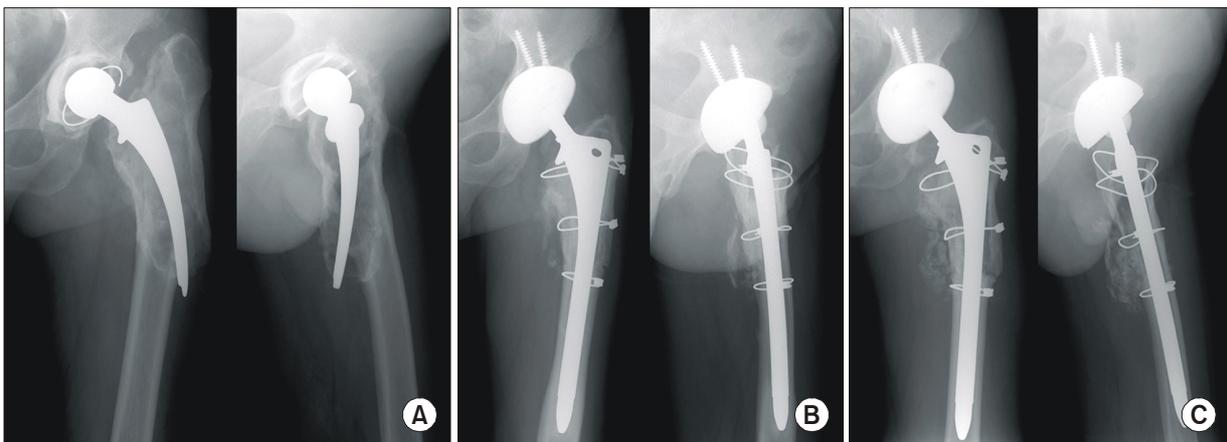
A 55-year-old male 10 years after the total hip arthroplasty. (A) Preoperative anteroposterior radiograph shows a loose and failed femoral stem in a varus femoral deformity with acetabular cup loosening in his left hip. (B) Postrevision radiograph reveals an anatomic reduction of the extended osteotomy segment. (C) Three-year follow-up radiograph shows a healed osteotomy without migration, and a bony ingrown femoral stem without subsidence.
